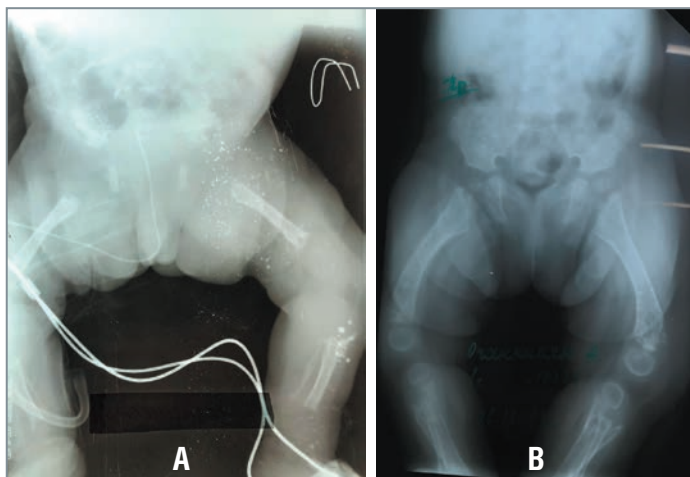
Рентгенография трубчатых костей: А – 14-й день жизни, В – 6 мес.
